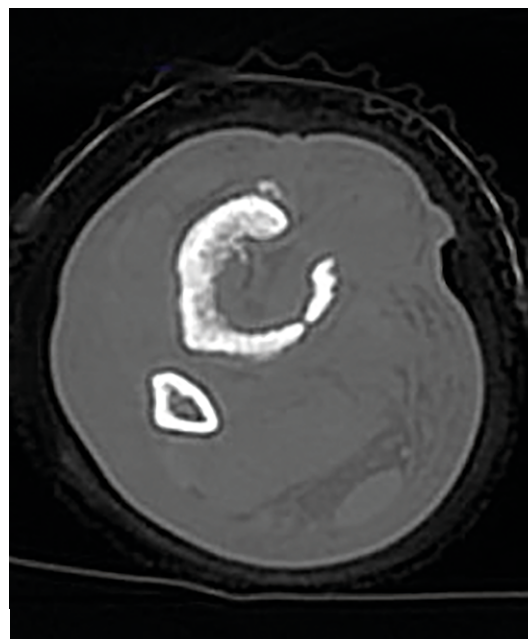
Вид раны (а) и компьютерная томограмма (б) правой голени пациента после остеонекрэктомии по поводу очагового посттравматического остеомиелита правой большеберцовой кости в дистальной трети. Объем полости в костномозговом канале, оцененный путем измерения количества введенной жидкости, соответствовал рассчитанному по данным КТ и составлял 27 см^3
